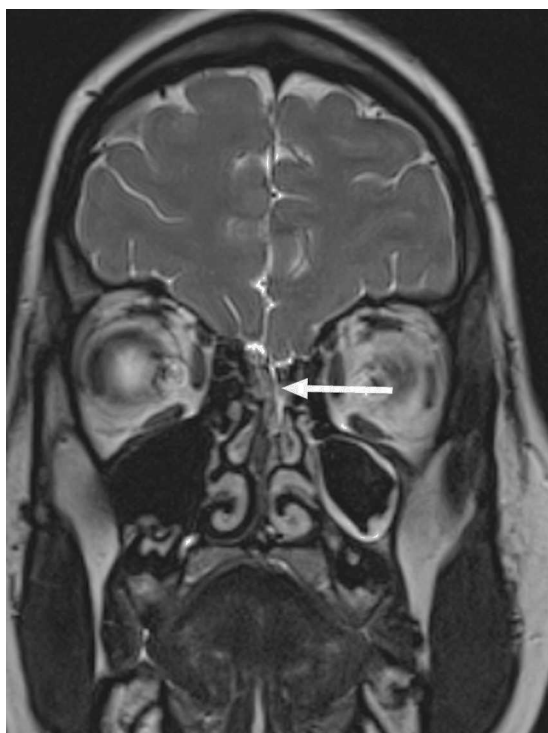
RM coronal 3D CISS de la zona fronto-nasal que muestra sutil defecto óseo y dural a la altura de la lámina cribiforme (flecha blanca) con fístula hacia fosa nasal izquierda.
